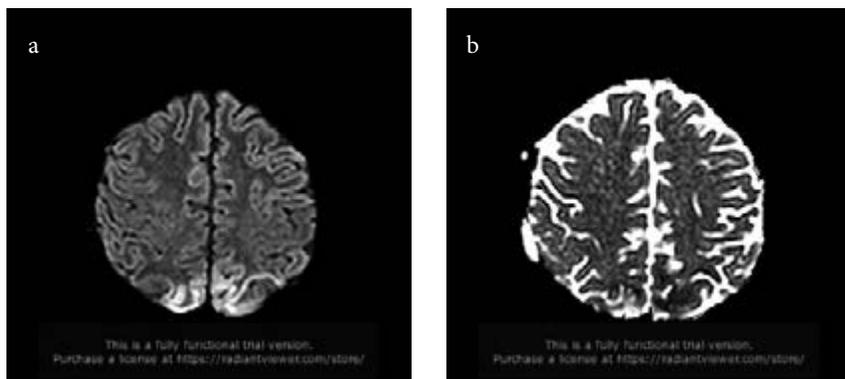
МР-томограммы мальчика К. в режиме диффузии DWI b-1000 (а) с соответствующей картой (b) на момент дебюта НС. Описание в тексте.
